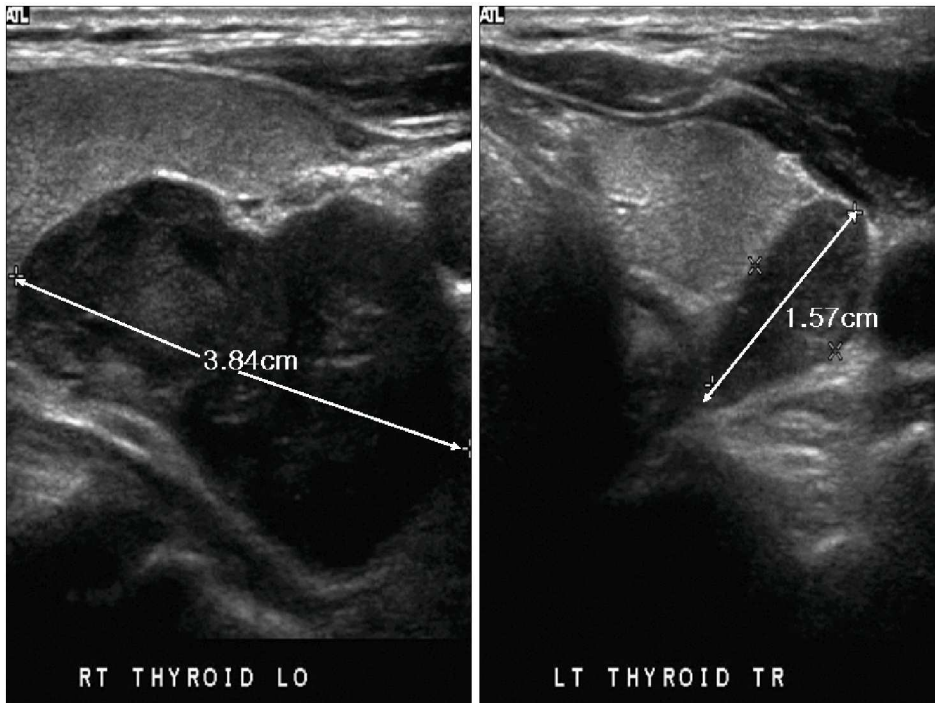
Ultrasonography of neck and Thyroid There was a lobulating contoured low echoic large mass on right lobe of thyroid gland. The maximal diameter of this mass was 3.8 cm. And there were two oval, low echoic nodular masses on left lobe of thyroid gland.
